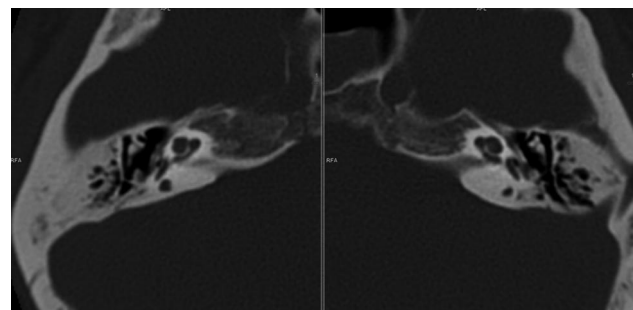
Corte axial de TC a nivel de oído interno donde podemos evidenciar la presencia de cóclea globulosa bilateral.
